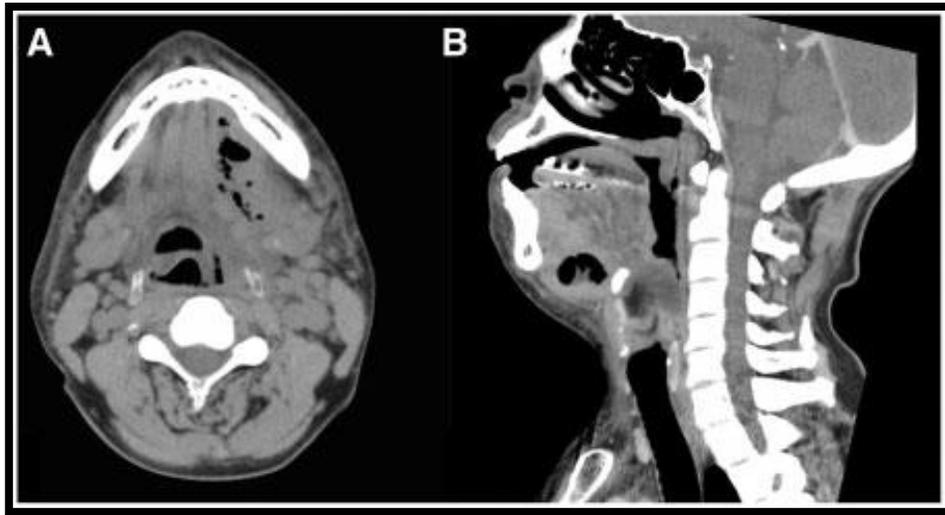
Tomografía que muestra enfisema e hinchazón submandibular que se extiende hasta el cuello producto de una gangrena gaseosa³¹
